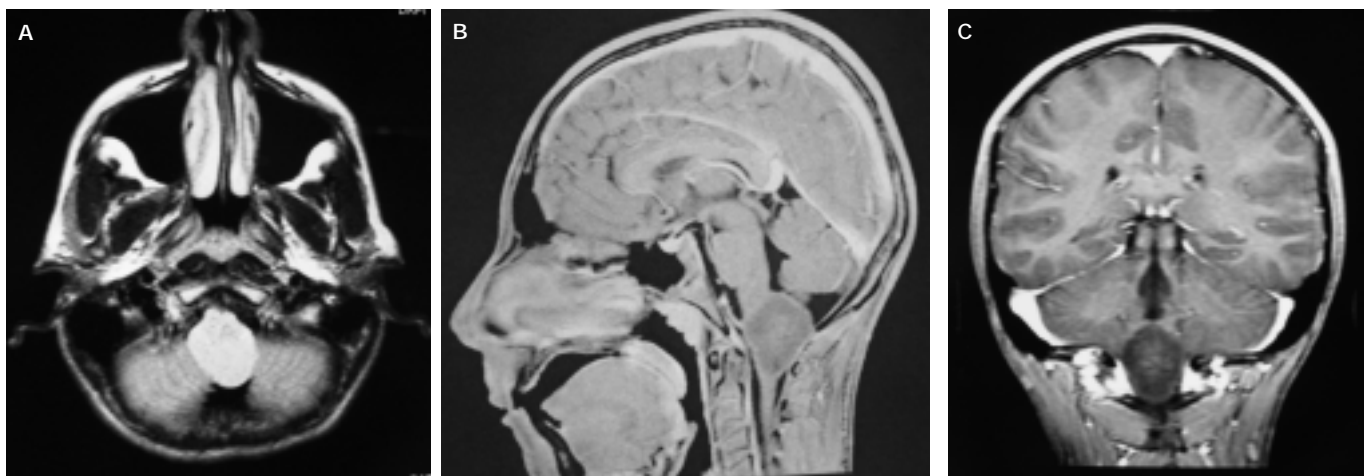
Imagen de resonancia magnética preoperatoria: en la que se observa una lesión intraaxial cervicomedular; A. Corte axial en secuencia de intensidad de señal T2. B. Corte sagital en secuencia de intensidad de señal T1. C. Corte coronal en secuencia de intensidad de señal T1.
